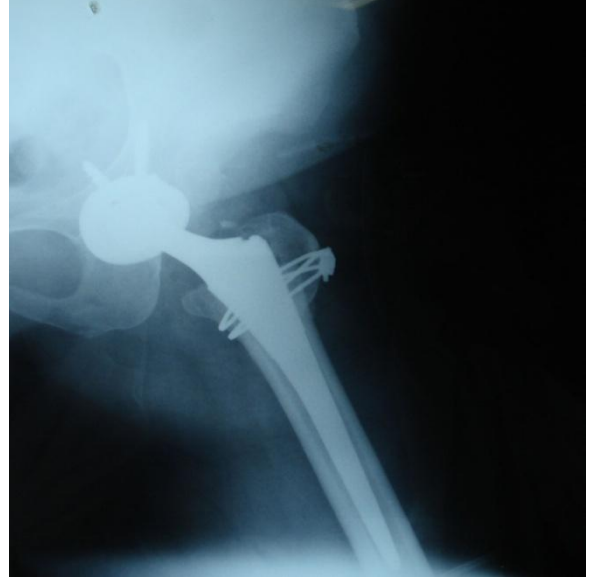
Postop 20. Ay Pelvis Grafisi
